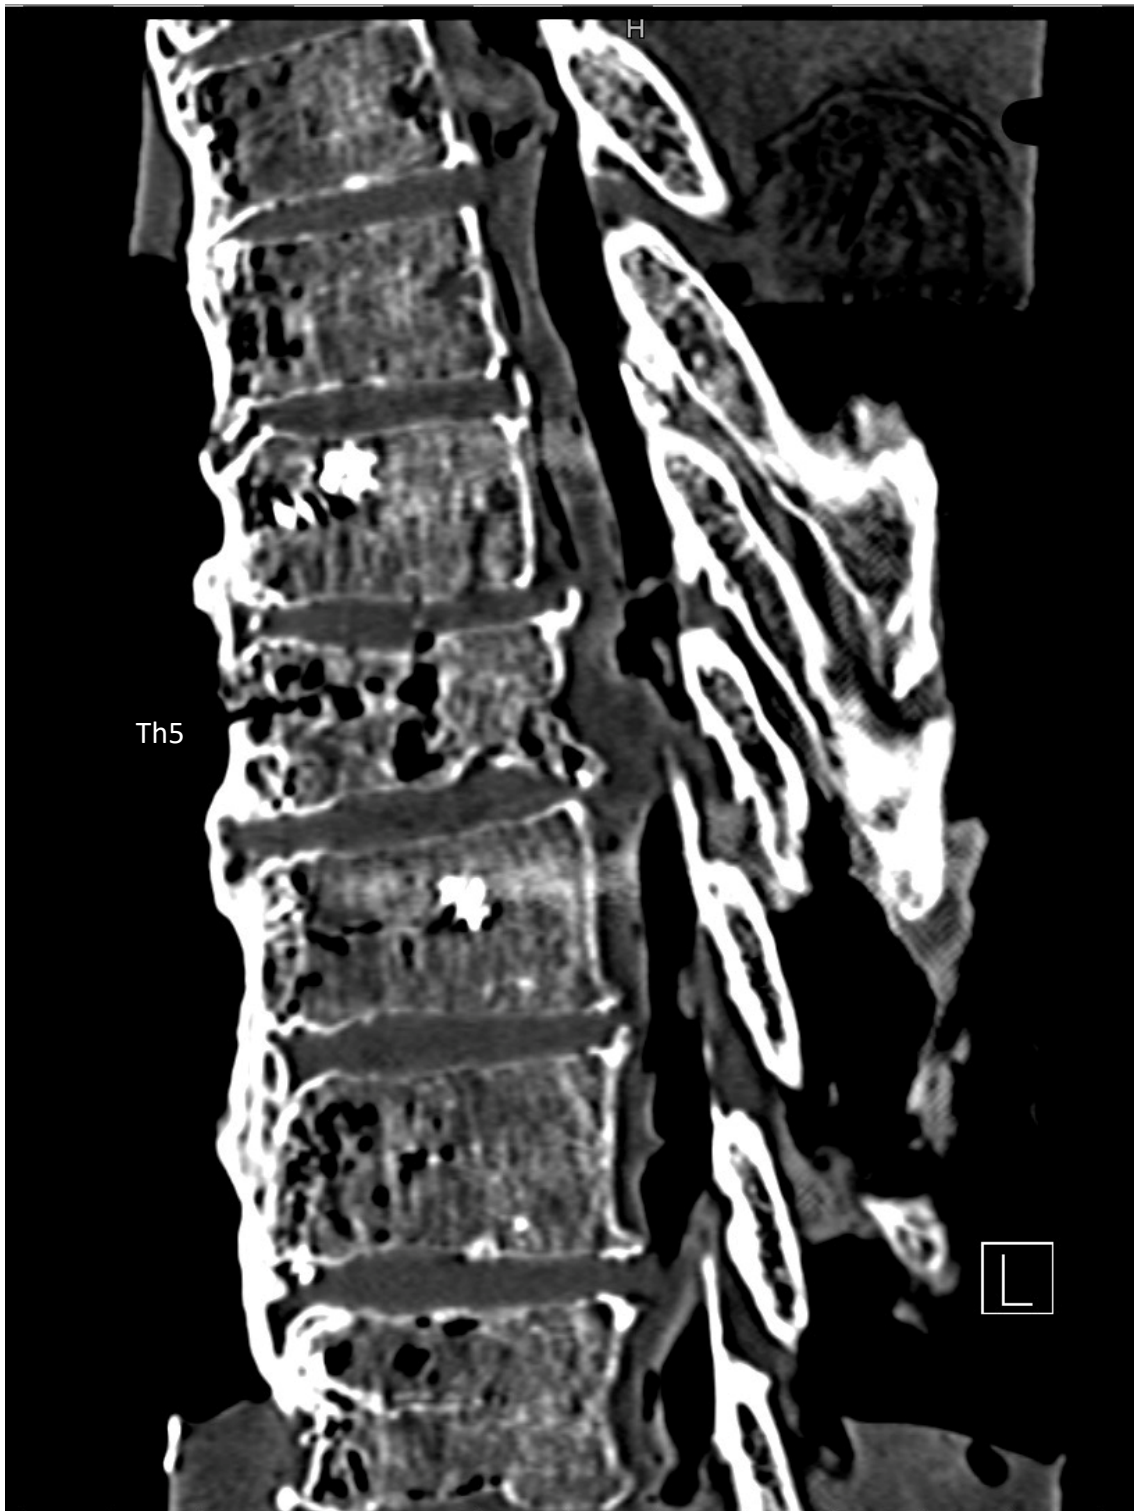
CT Wirbelsäule MD16071847 nach operativer Versorgung mit Schrauben-Stab-System und Knochenzement
